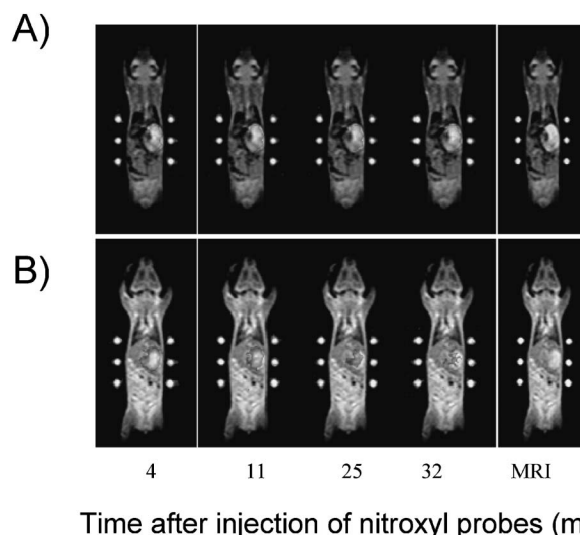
Typical Demonstration of ESRI and MRI Coregistration
